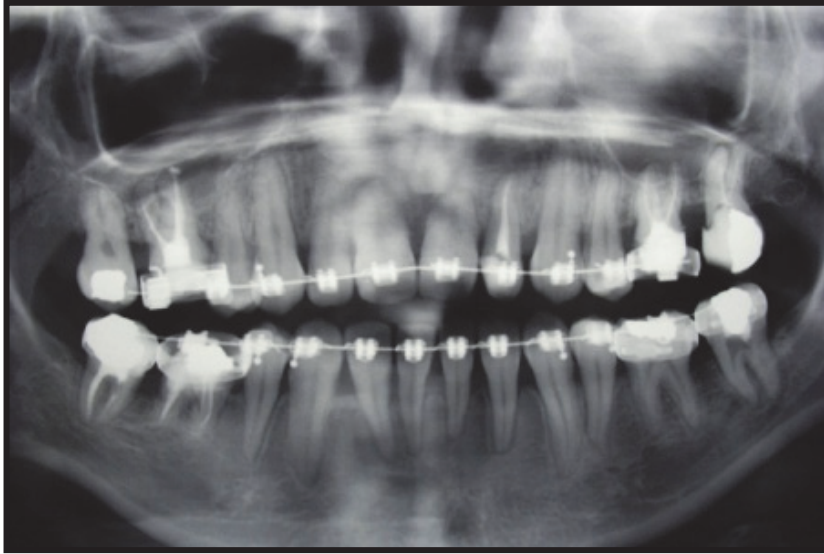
Radiographie panoramique de la même patiente présentant des résorptions radiculaires au niveau de 11, 21, 31, 41 et 46 (10)
